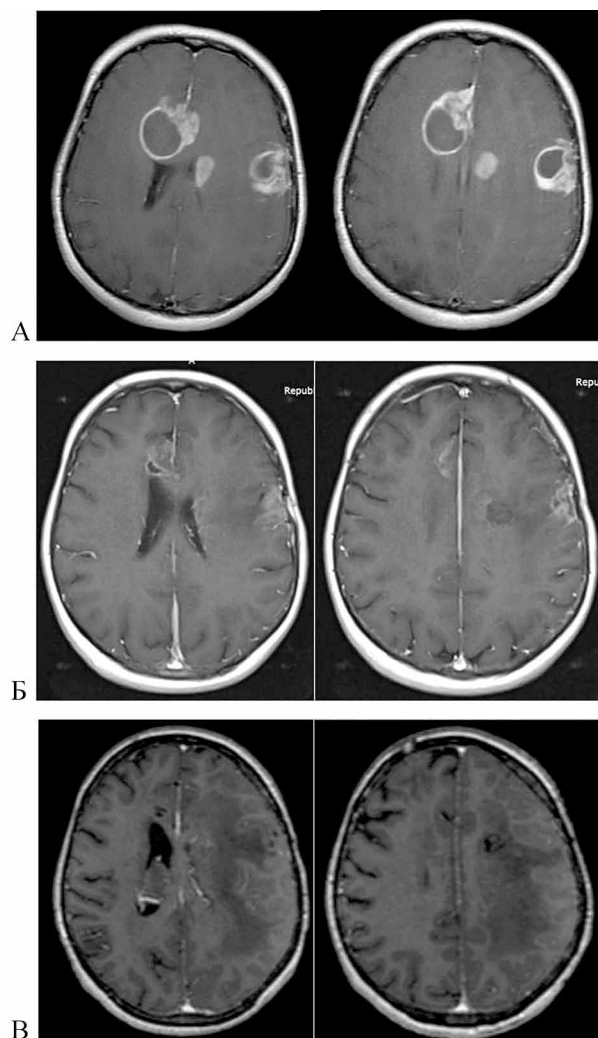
МРТ больной М. в T1 режиме с контрастом.
